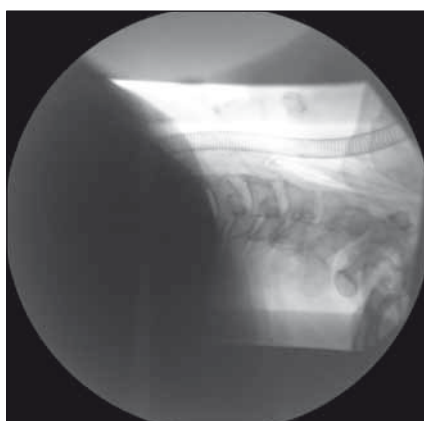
Polykací akt a RTG jícnu s nálezem přemostujících osteofytů (kazuistika 1).
